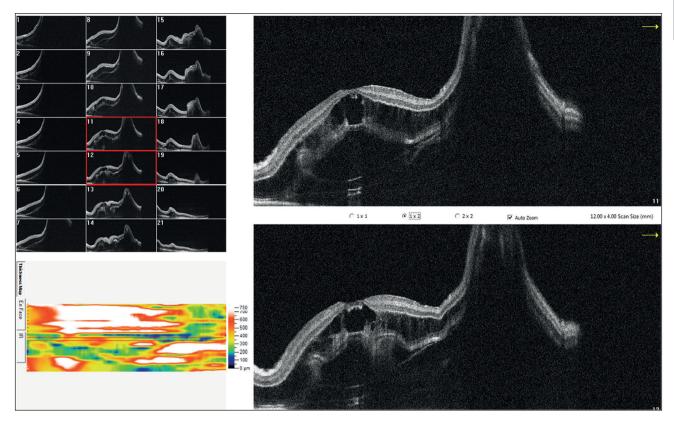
Оптическая когерентная томография левого глаза в первые сутки после операции.
